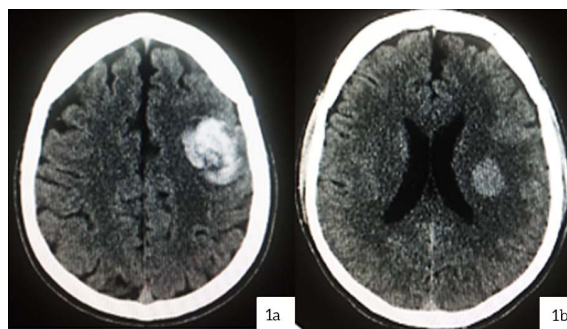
TAC de cráneo en fase simple donde se observa lesión hemorrágica en el lóbulo frontal izquierdo. Figura 1b. TAC de cráneo en fase simple, con corte a nivel de los ventrículos laterales donde se observa lesión hipertensa, redondeada localizada en brazo posterior de la cápsula interna.
